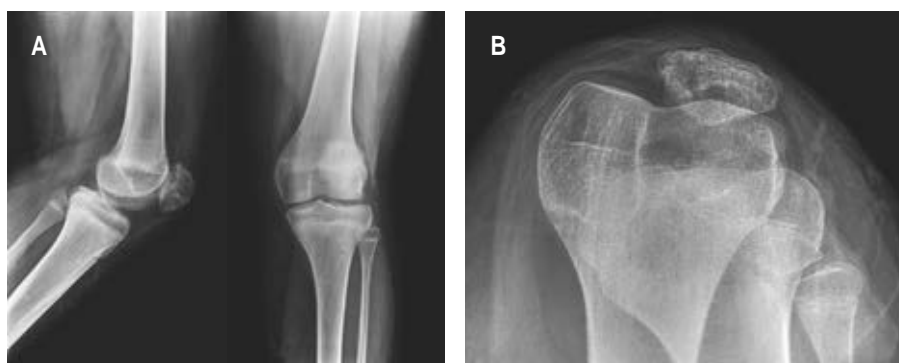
A) Radiografía anteroposterior y lateral de rodilla izquierda de control después del retiro de material de osteosíntesis, se observa la adecuada consolidación ósea. B) Radiografía axial de rodilla izquierda en fase de consolidación.
